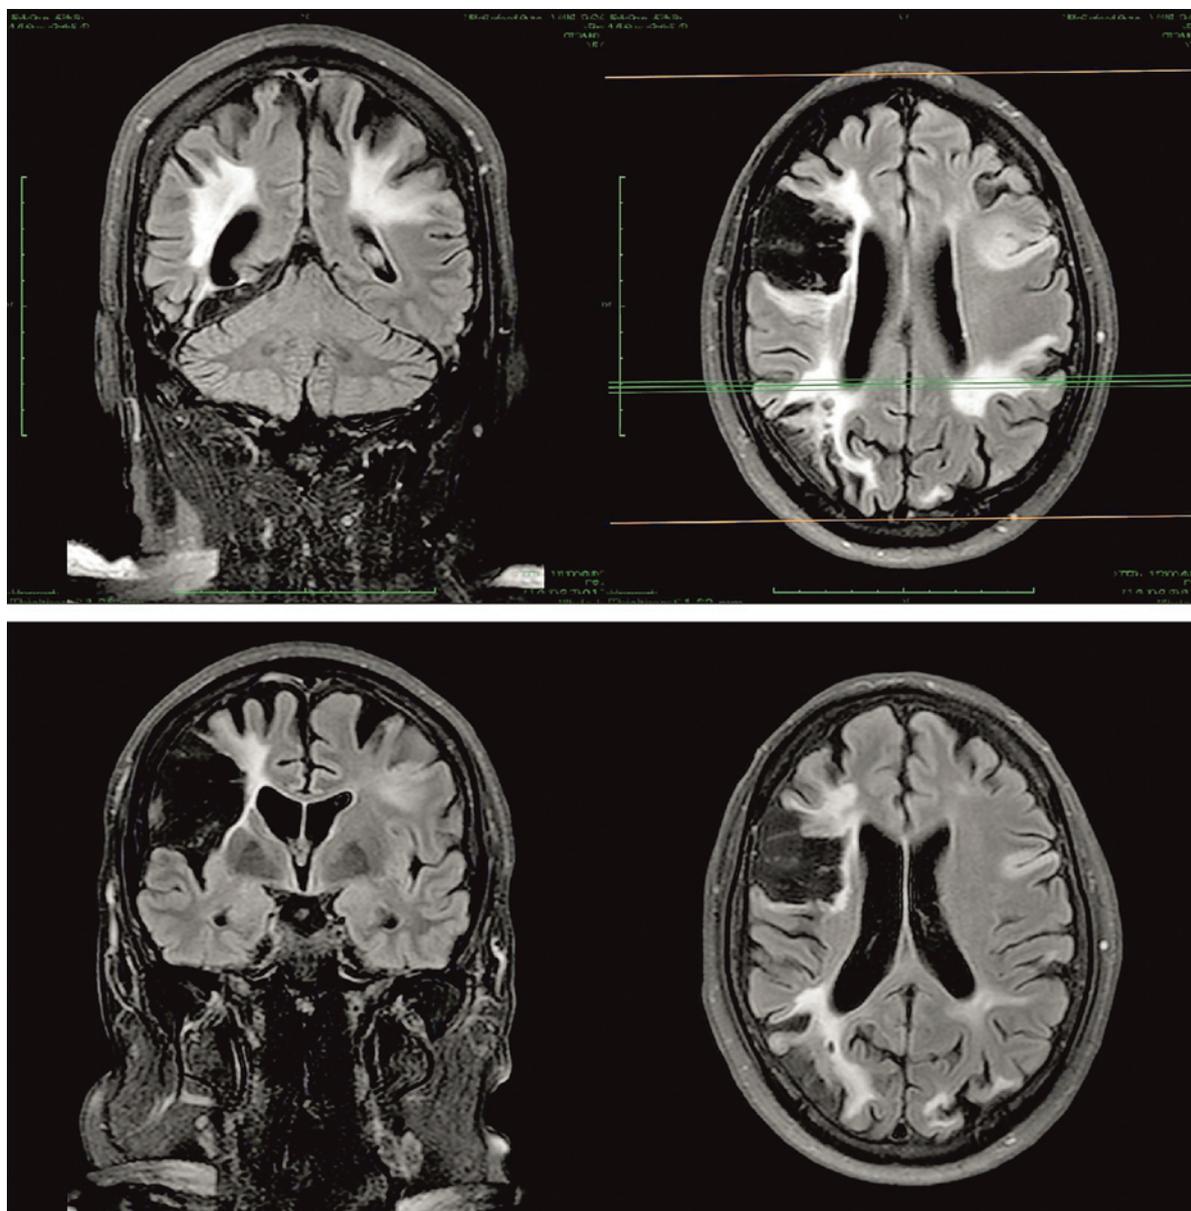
МРТ головного мозга (FLAIR)
